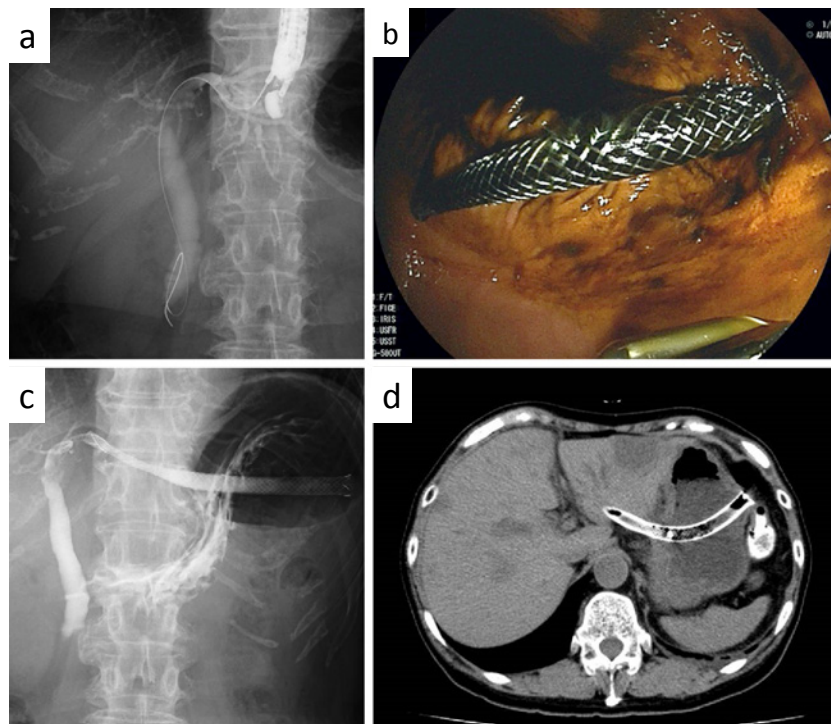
EUS-guided hepaticogastrostomy (EUS-HGS). a. 左肝内胆管穿刺後胆管造影. b. EUS-HGS スtent留置後内視鏡像. c. EUS-HGS 留意後透視像. d. EUS-HGS 翌日 CT.
